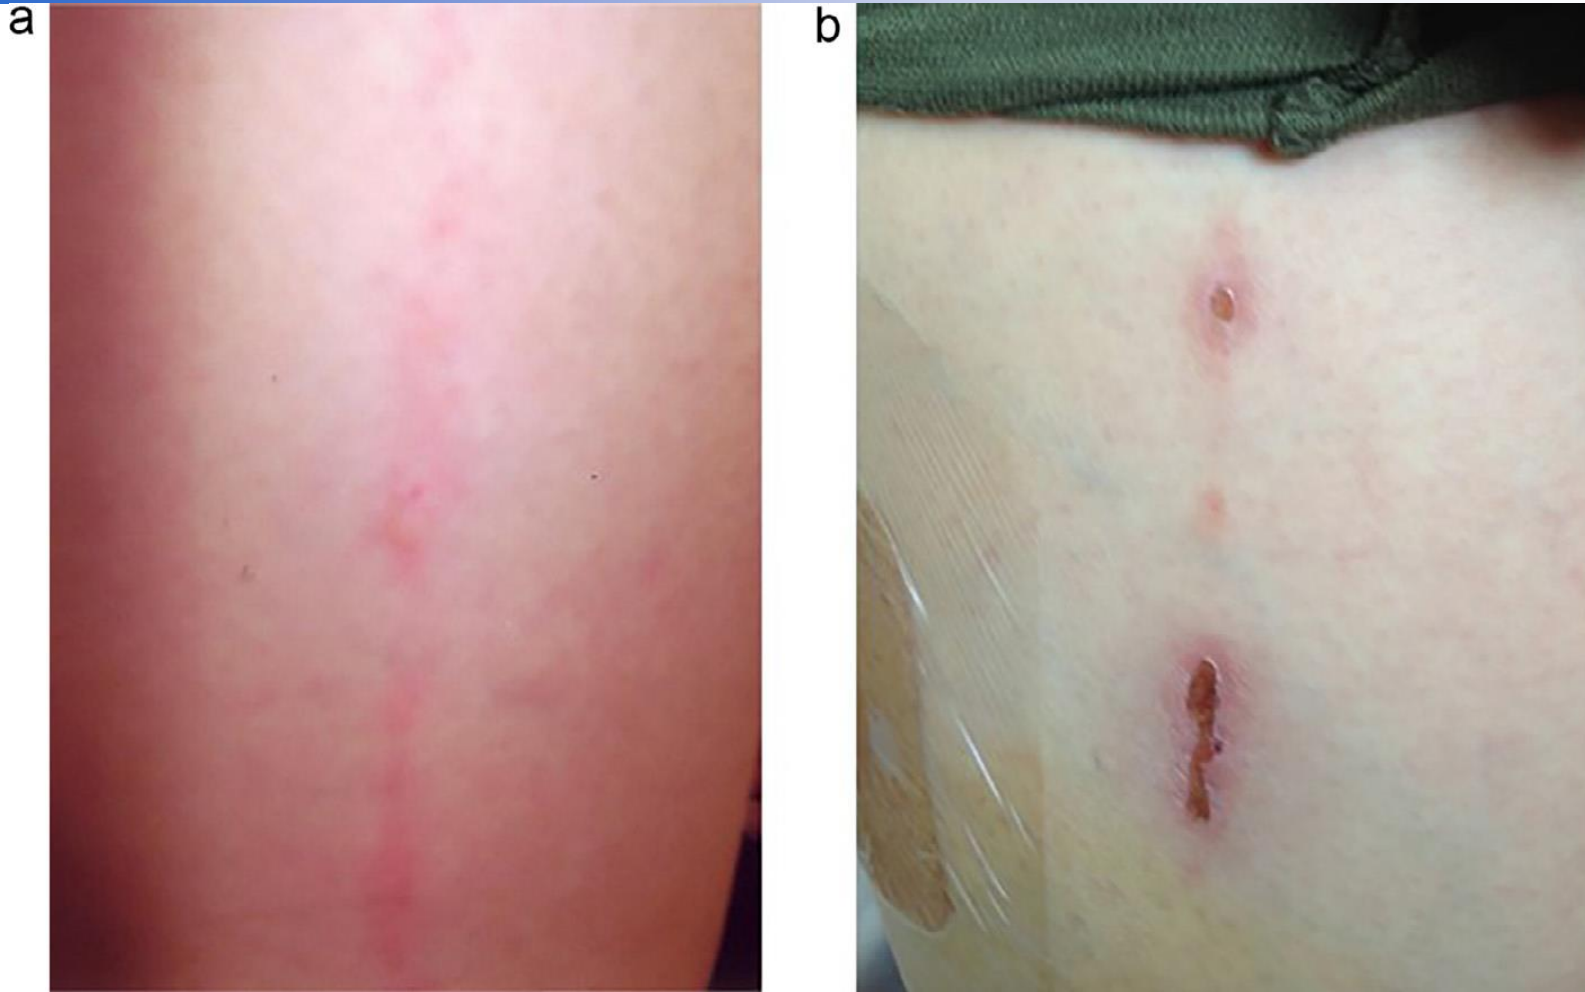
(a) Linear redness and swelling on her bilateral thighs after magnetic resonance imaging. (b) After a week, the redness gradually became blistering eruptions.
